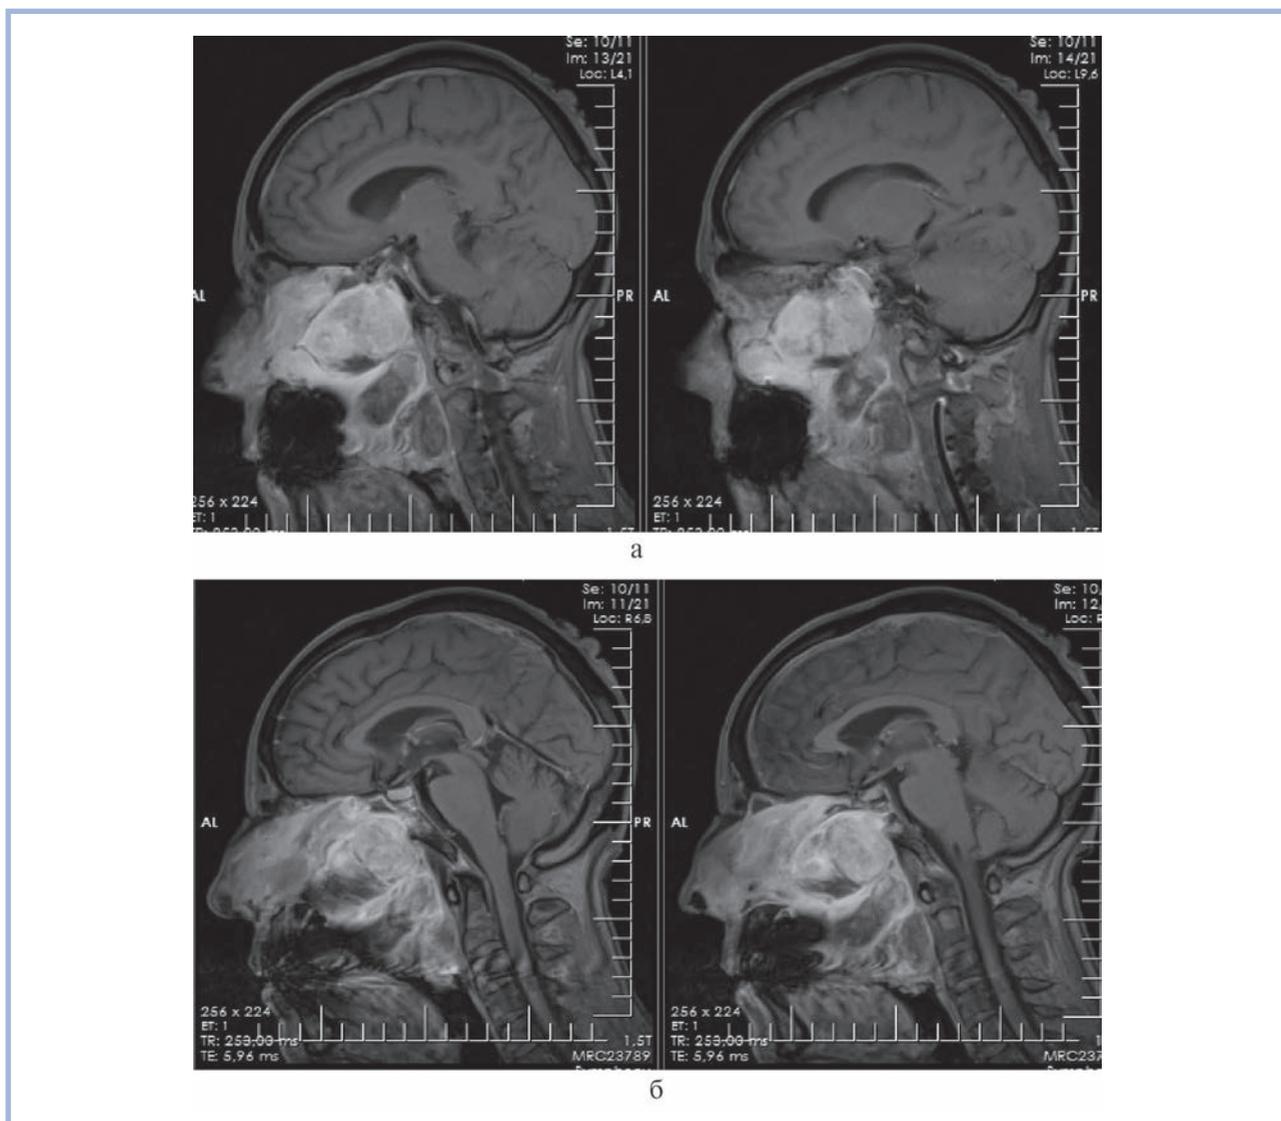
Магнитно-резонансные томограммы в режиме T1 пациента Д. до операции.
